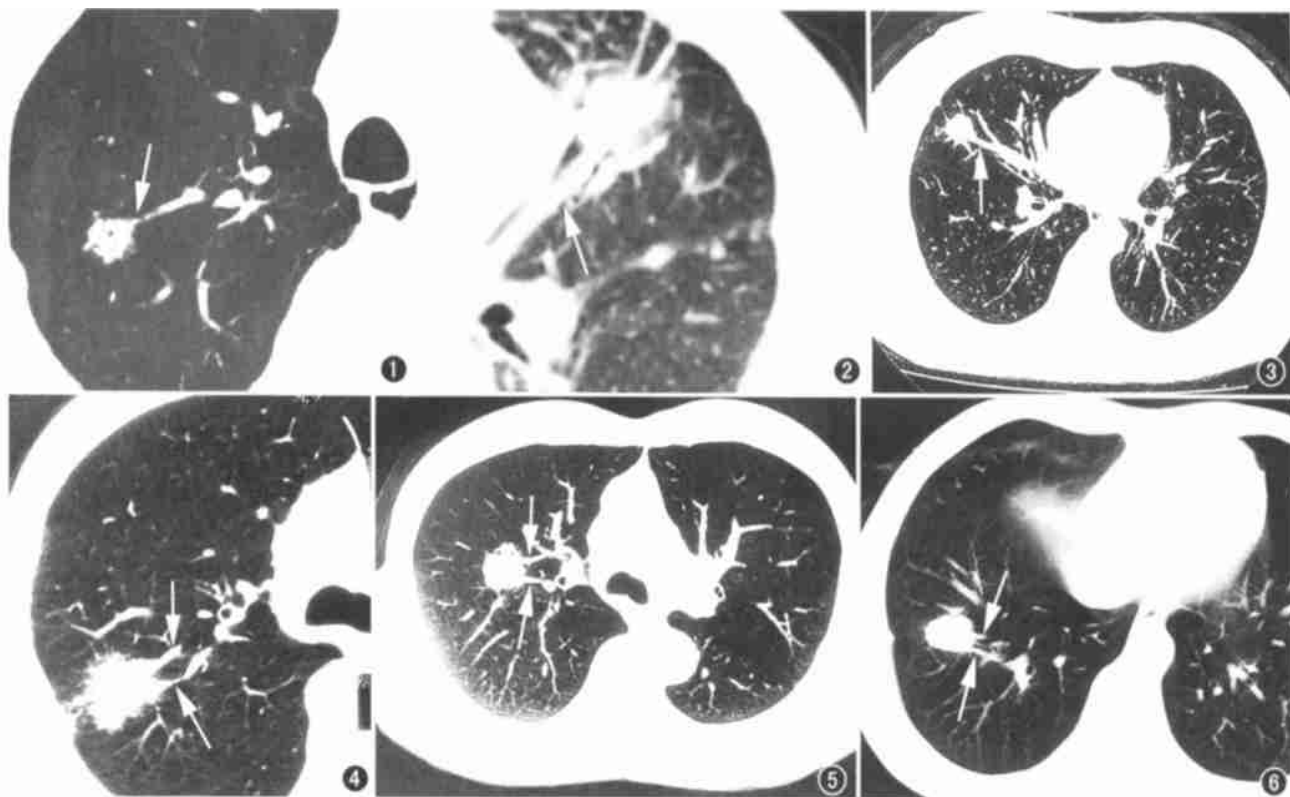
肺腺癌。CT 示右上肺一血管影与结节相连并在结节边缘截断(箭)。病灶呈颗粒状结节影。图 2 肺腺癌。CT 示左上肺一血管影与结节相连(箭),血管从病灶区通过。图 3 CT 示右肺中叶血管影与结节相连(箭),结节边缘毛刺影。图 4 肺腺癌。CT 示右肺近肺门侧有 2~3 条小血管影向病灶聚集(箭)。图 5 肺腺癌。CT 示右肺结节近肺门侧有 2 条小血管向病灶聚集(箭)。图 6 右下肺结核球。CT 示结节内侧缘 2~3 条小血管影(箭),结节的外侧缘见有胸膜粘连征象。
